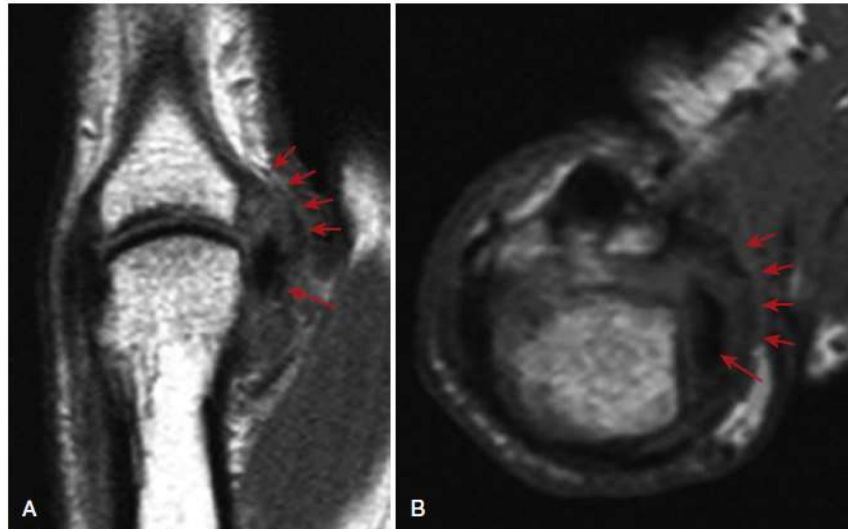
Sagittal (A) and axial (B) T2-weighted MRI images of group 3 complete tear in ulnar collateral ligament with more than 3 mm separation. In this example, free end of ligament has become reflected proximally (*large arrow*, sagittal image) while remaining beneath adductor aponeurosis (*small arrows*) as quasi-Stener lesion. (From Milner CS, Manon-Matos Y, Thirkannad SM: Gamekeeper's thumb—a treatment-oriented magnetic resonance imaging classification, J Hand Surg Am 40[1]:90-95, 2015.)
